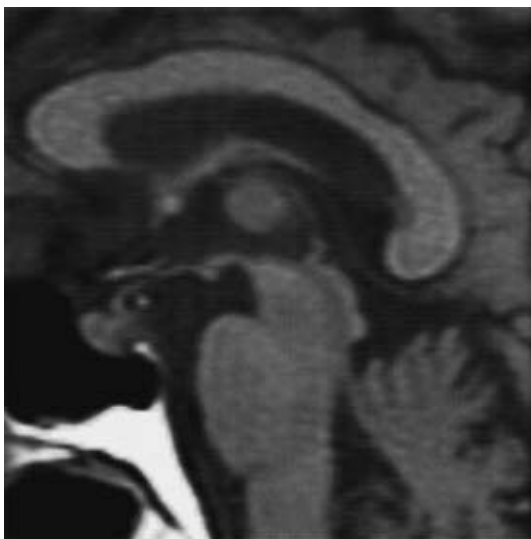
Brain MRI 1 month before admission (T1-weighted MRI). Swelling of the posterior pituitary and the stalk was not evident.
